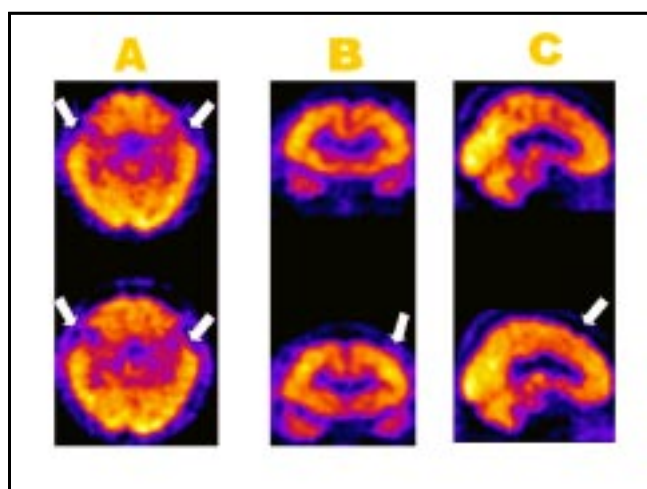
Las imágenes superiores muestran al SPECT basal y las inferiores al SPECT pos-tratamiento. A. Corte transversal basal sin cambios perfusorios significativos post tratamiento a nivel bitemporal (flechas). B. Corte coronal anterior que muestra leve mayor flujo sanguíneo a nivel frontal izquierdo en relación al estudio basal (flecha). C. Corte sagital medial en donde se observa mayor flujo sanguíneo post tratamiento en la región parietal (flecha).
